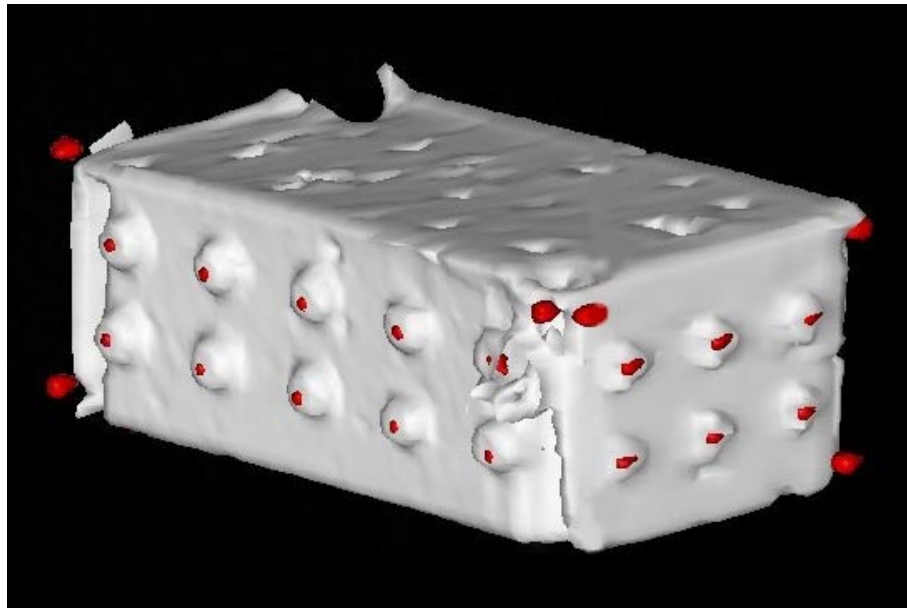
Dreidimensionale Darstellung des gleichen Datensatzes, Metallmarker aus der CT-Untersuchung (rote Kugeln) und der Gelfüllung (weiß) des Kunststoffkastens aus der MRT
